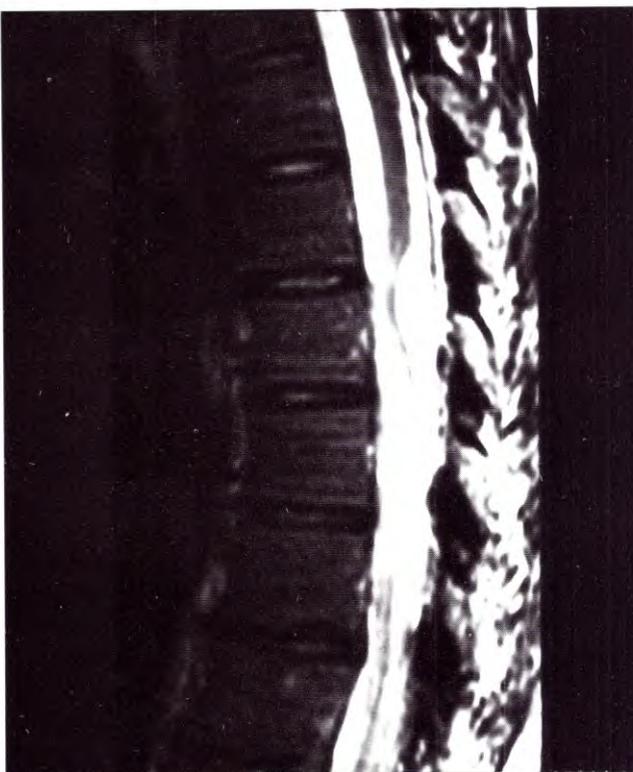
Caso 2. IRM. Proyección sagital. Nótese la aracnoiditis, la presencia de quiste aracnoidal posterior, siringomielia y mielomalacia.
